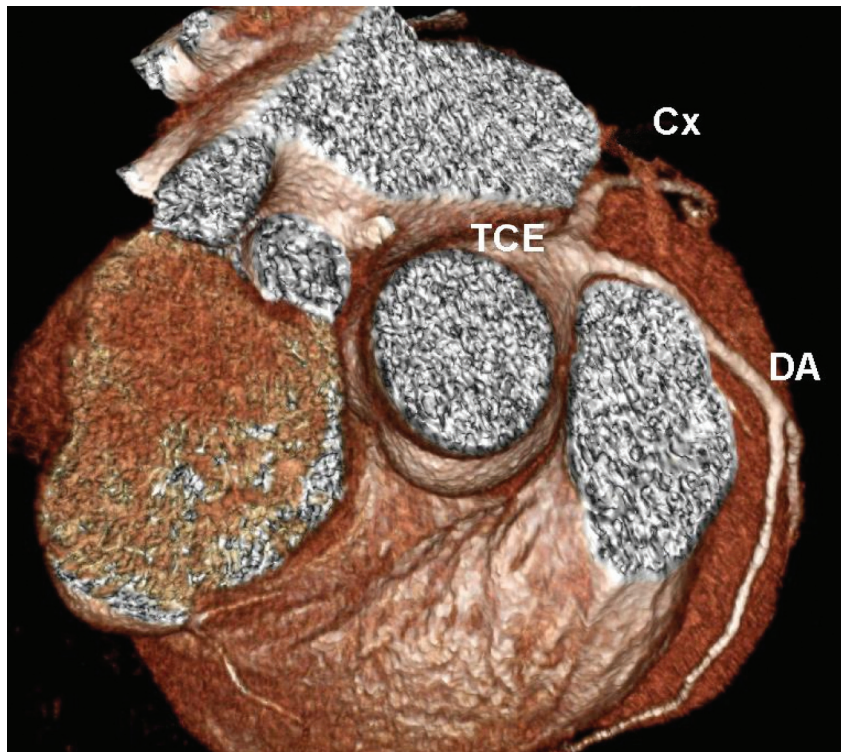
Angiotomografia coronariana multislice demonstrando tronco coronariano único. Cx - Artéria circunflexa; DA - Descendente anterior; TCE - Tronco coronariano esquerdo.
